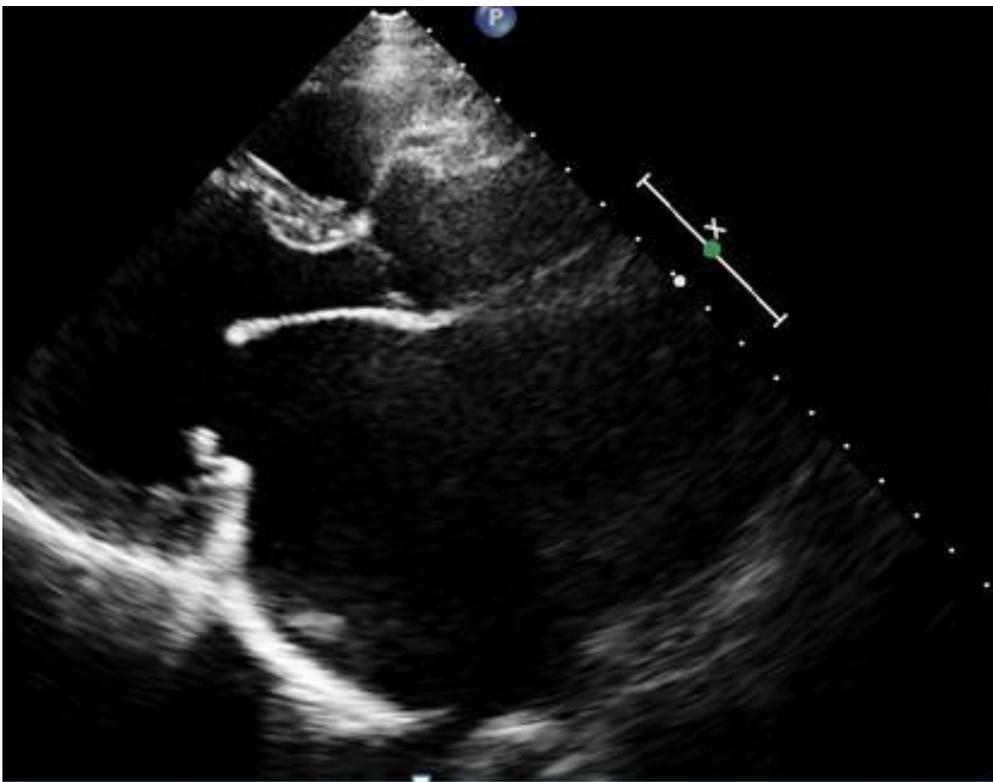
Incidence parasternale grand axe montrant une rétraction de la petite valve mitrale en diastole.
